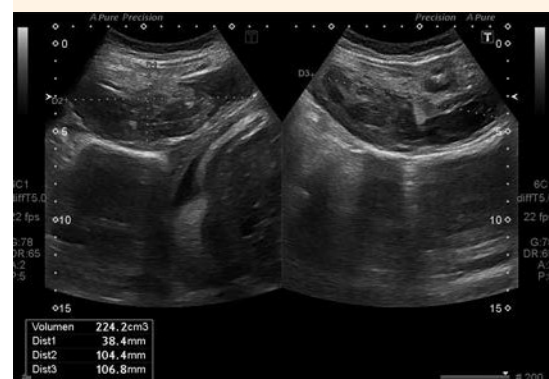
Ecografía de control evolutivo. Mayor componente líquido.
